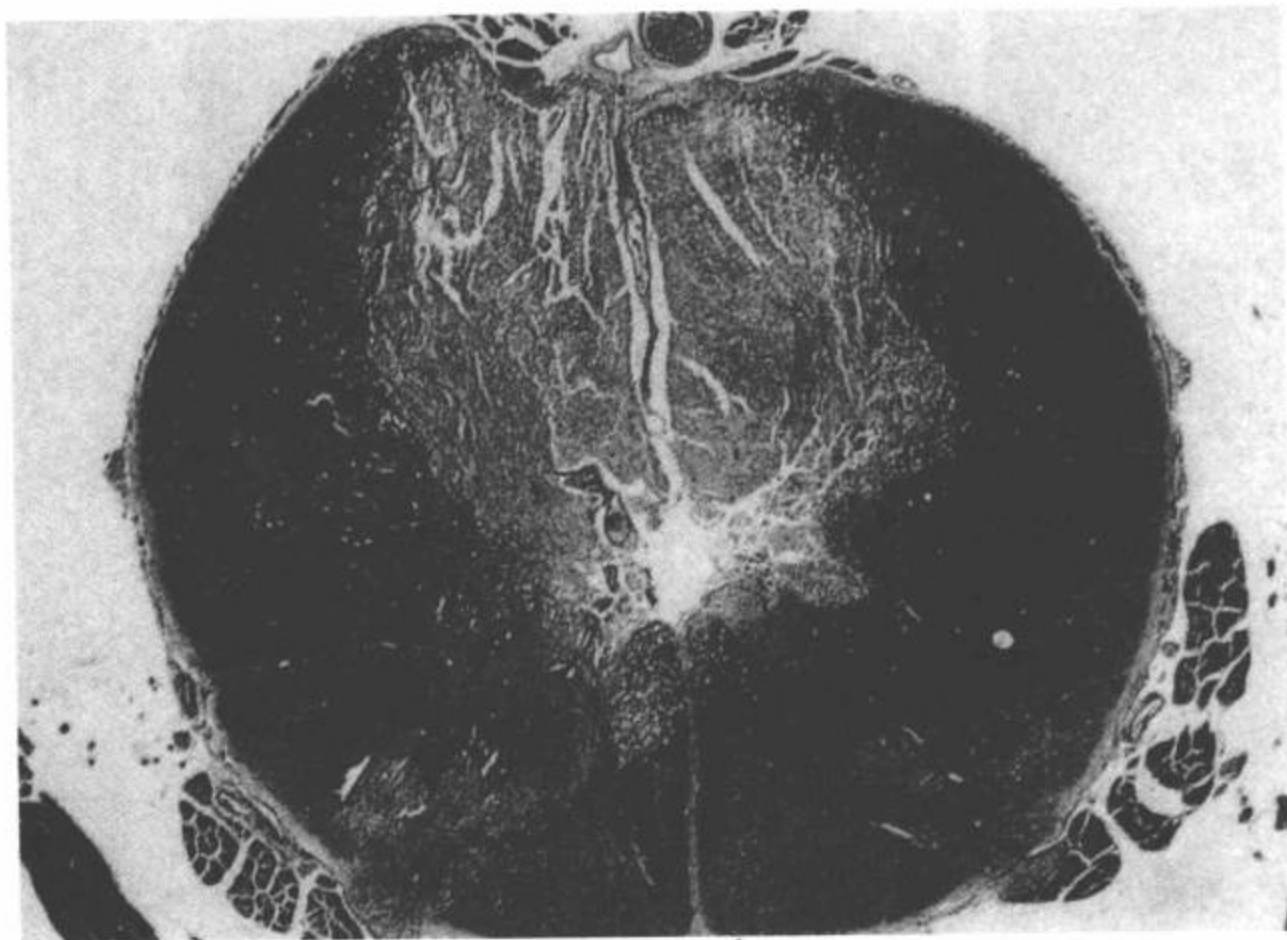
前部脊髓综合征。显示脊髓前部梗塞伴坏死(箭头)。本病例的脊髓前角内侧大部分受损,前循环剩余部分相对保留。损伤区域向外扩展累及整个前角及脊髓丘脑束和皮质脊髓束构成的白质,这是很常见的。(见彩图8-60)。(Luxol fast blue-periodic acid Schiff. 标本由Ahirno, MD, Division of neuropathology Montefiore Medical Center, Bronx, NY and Igaku-Shoin Publishers 提供)(From: Flanders AE, Croul SE. Spinal trauma. In: Atlas SW. Magnetic Resonance Imaging of Brain and Spine. 3<sup>rd</sup> ed. Philadelphia: Lippincott Williams & Wilkins; 2002:1807, with permission.)
